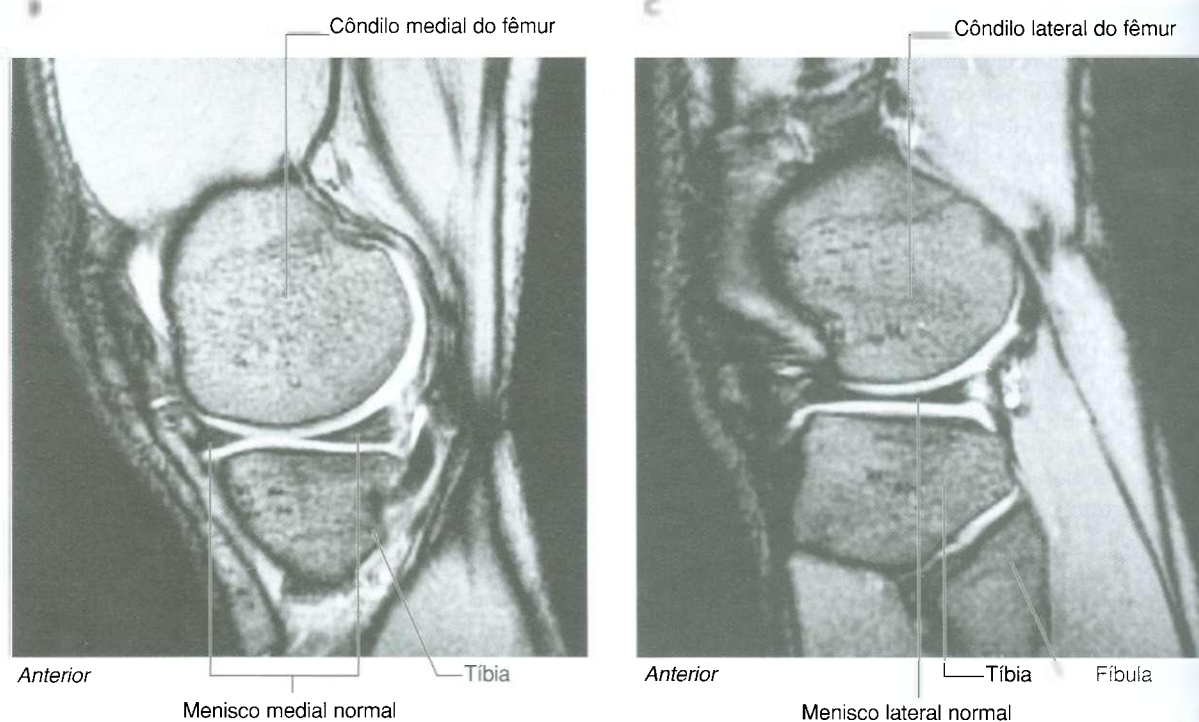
cont. Meniscos da articulação do joelho. B. Articulação normal do joelho demonstrando o menisco medial. Imagem de ressonância magnética ponderada em T2 no plano sagital. C. Joelho normal demonstrando o menisco lateral. Imagem de ressonância magnética ponderada em T2 no plano sagital.
